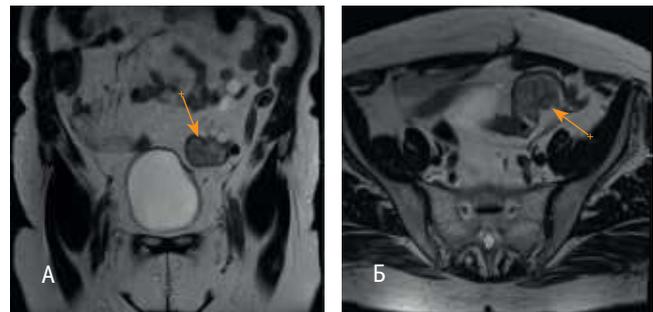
Магнитно-резонансная томограмма органов малого таза пациентки Т. М. от 19.09.2016 г.
